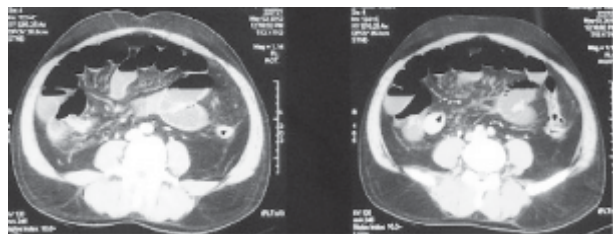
Tomografia computadorizada de abdome com sinais de obstrução de intestino delgado e aumento da vascularização de íleo terminal
